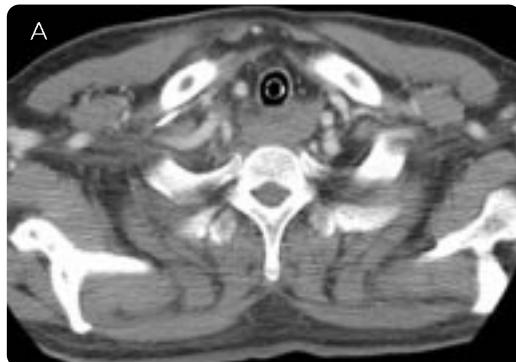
(a, b) In CT scan, large pseudoaneurysm at proximal Rt. vertebral artery and diffuse hematoma at retro-tracheal mediastinum are seen.
